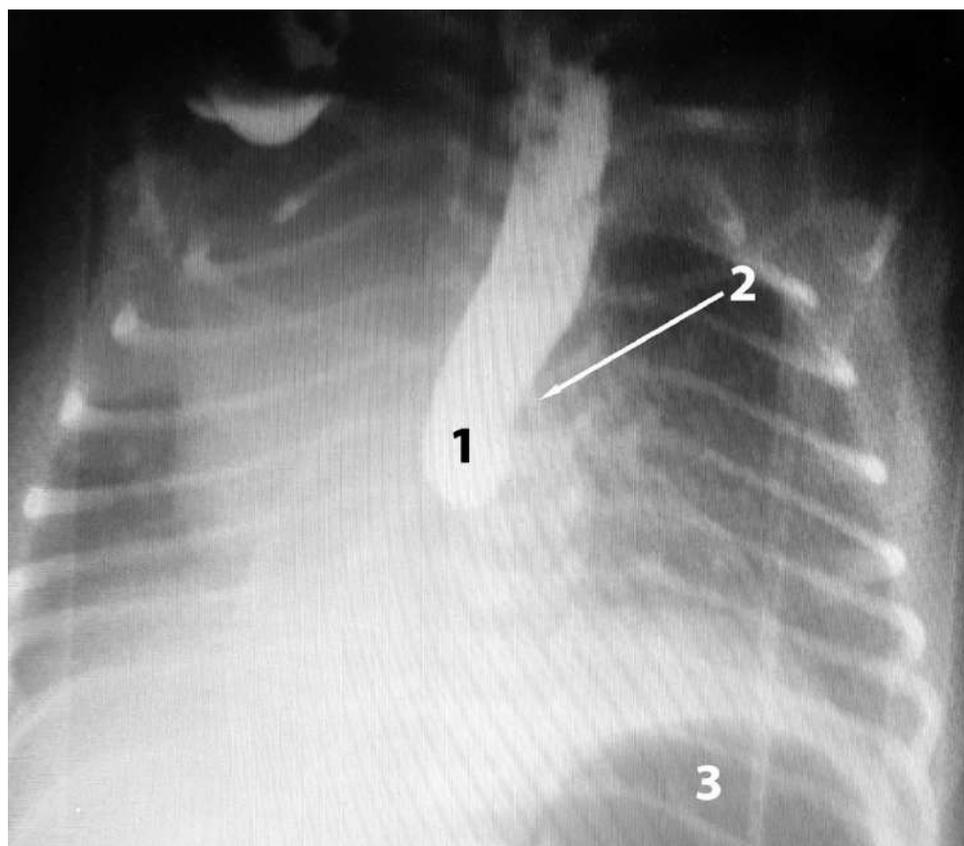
Обзорная рентгенография грудной клетки с водорастворимым контрастом объемом 2,0 мл, введённым в зонд (1 – слепо заканчивающийся оральный отдел пищевода, 2 – бифуркация трахеи, 3 – газовый пузырь желудка).
